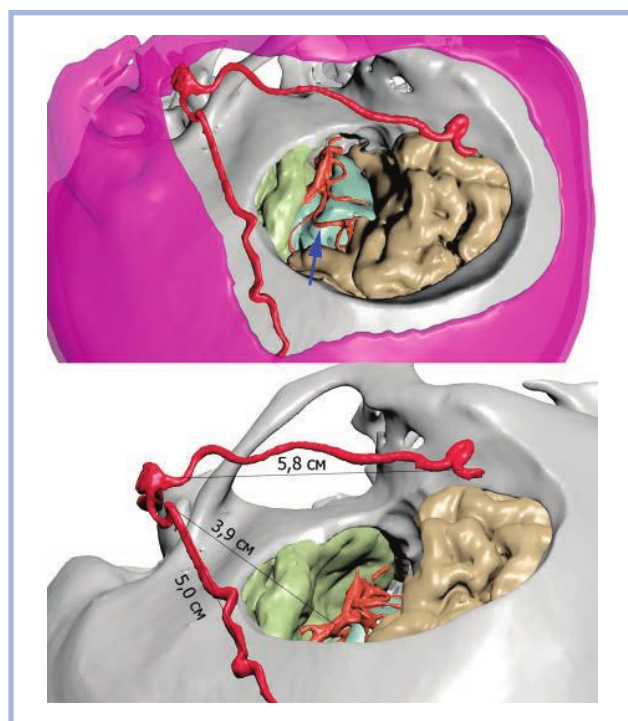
Планирование создания ЭИКМА. Сегментация по КТ-АГ интракраниальных сосудов, поверхностной височной артерии, костей черепа, мягких тканей.
